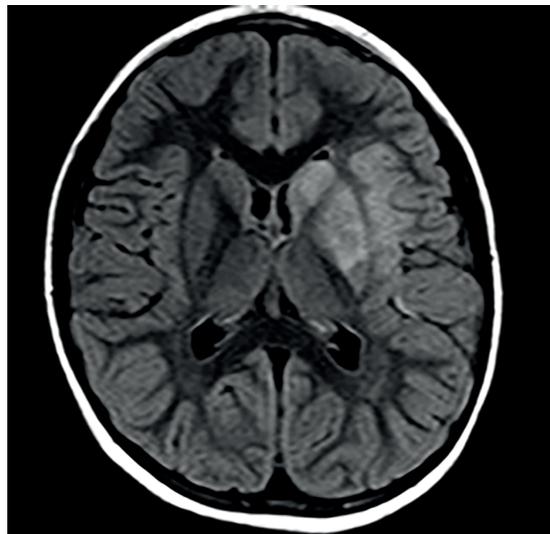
A. RM encéfalo Secuencia T2 Flair. Lesión hiperintensa que restringe la difusión fronto – insular y de los núcleo caudado y lenticular izquierdo.
